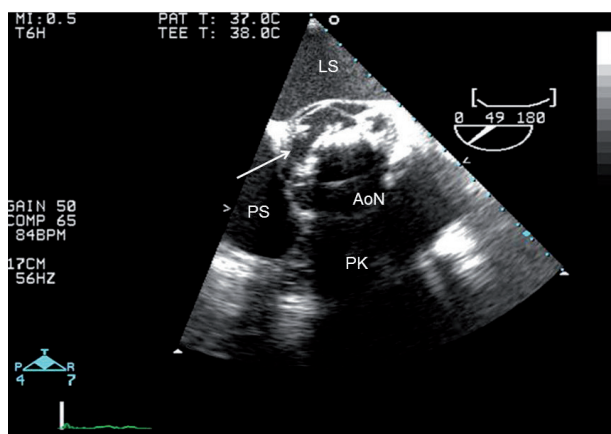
Mobilní vegetace na aortální chlopci. Jícnová echokardiografie. Ao – aorta, LK – levá komora, LS – levá síň, PK – pravá komora.
